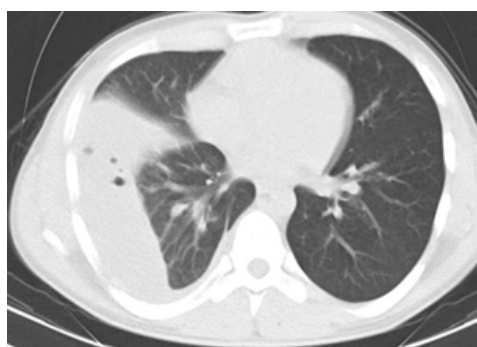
Компьютерная томограмма пациента с подострой эмпиемой плевры (аксиальный срез).
